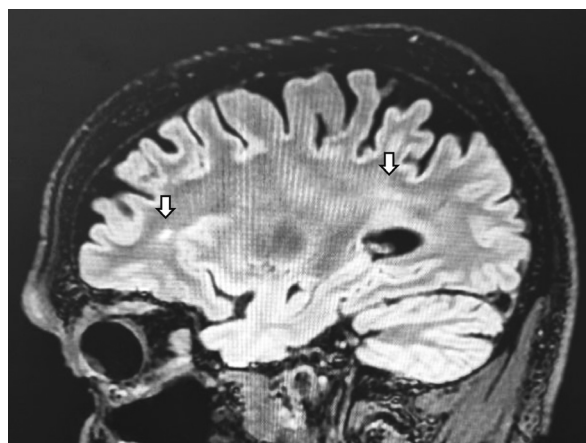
Сагитальный срез МРТ головного мозга пациента В., режим T2 (стрелками указаны отложения гемосидерина)
